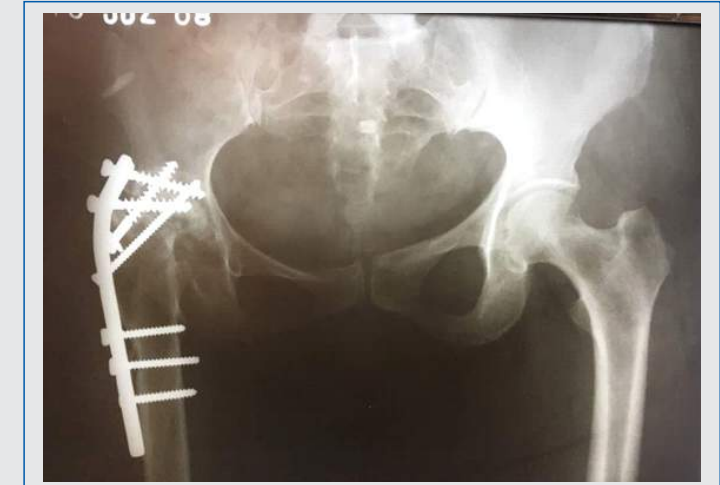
Radiografía de pelvis evidencia material de osteosíntesis por antecedente de artrodesis en cadera derecha.
